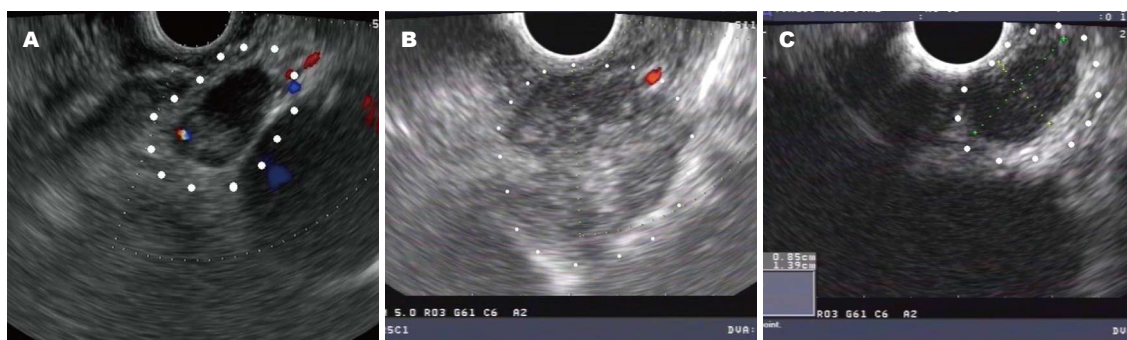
食管结核与肿瘤转移时纵隔淋巴结的EUS声像图特征比较。A: 距门齿24 cm见一隆起, 内镜超声示食管壁内大小约2.0 cm × 1.0 cm低回声(白色圆点标注), 内部见片状高回声; B: 食管距门齿31~33 cm见一隆起, 内镜超声示食管壁外大小约2.1 cm × 1.5 cm低回声病灶(白色圆点标注), 内部回声不均匀, 见少许强回声光斑, 边界欠清晰; C: 作为对比, 选取一例诊断为肺癌纵隔淋巴结转移的病例, 淋巴结呈椭圆形低回声, 内部回声均匀。EUS: 超声内镜。
